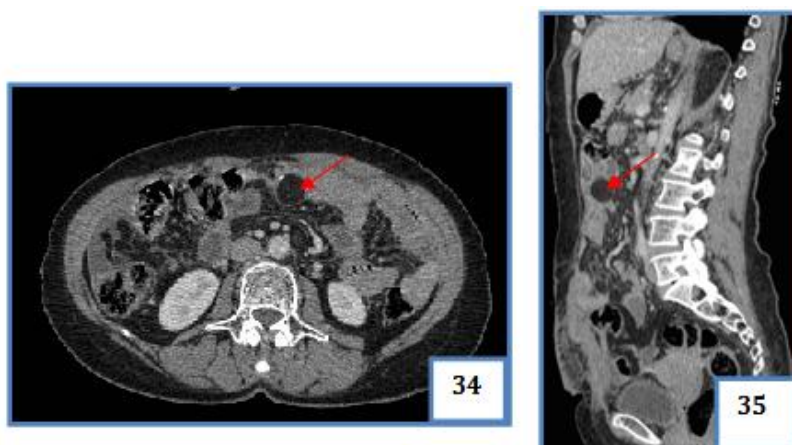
TDM C+ en reconstructions axiale et sagittale: montrant une masse kystique mésentérique comportant des plages graisseuses et une calcification Kyste dermoïde intra péritonéal.
